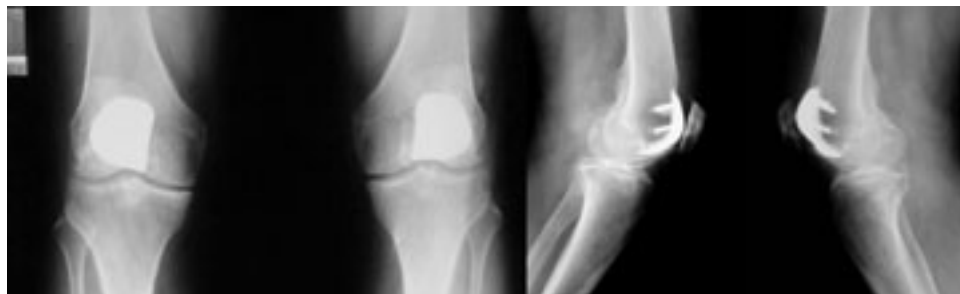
Radiografías postoperatorias.
